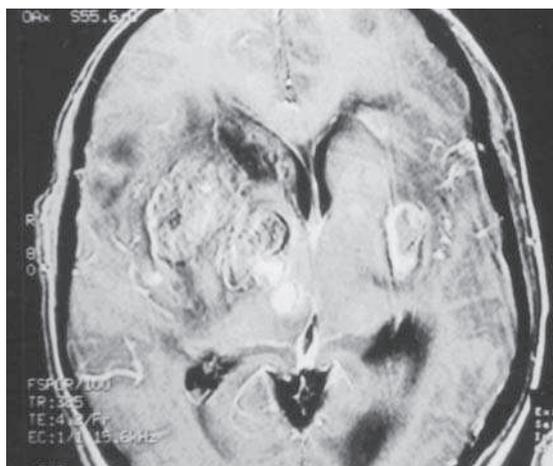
IRM en coupe axiale en T1 : hémotomes intracérébraux multiples avec engagement sous la faux.
